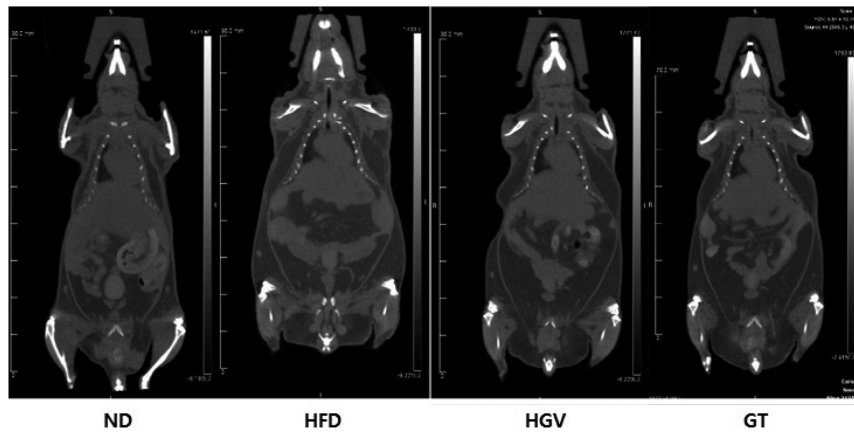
Effects of HGV on morphology visualized by CT. ND, normal diet; HFD, high-fat diet; GT, green tea extract; HGV, hydroponic-cultured ginseng vinegar
